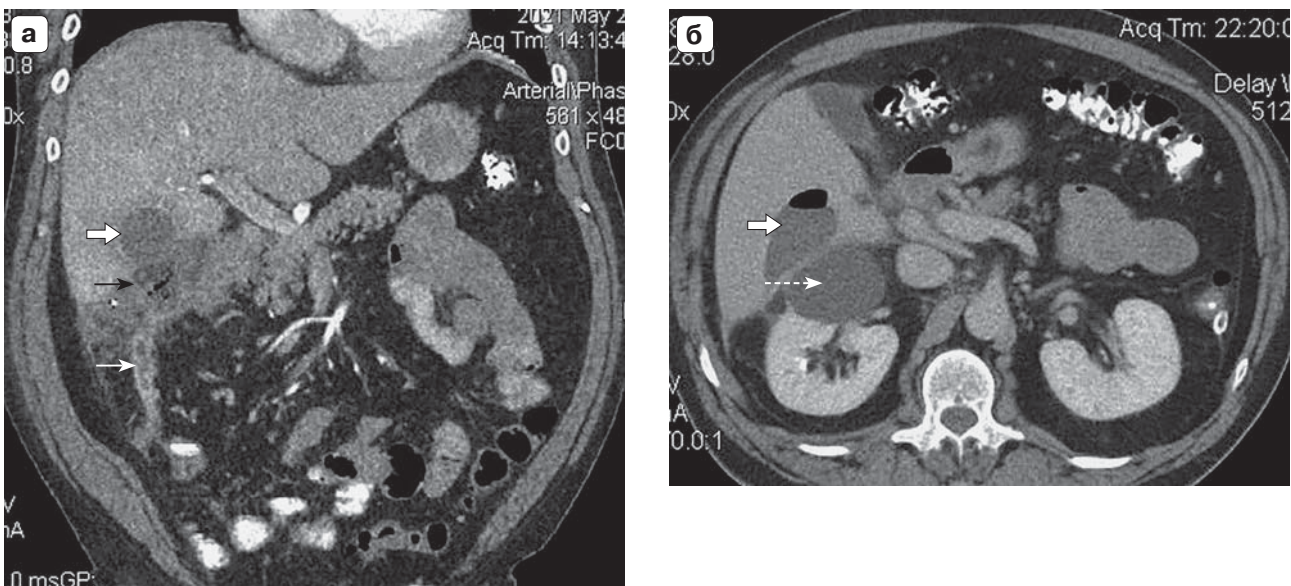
КТ живота с болюсным КУ. а – фронтальная реформация, поздняя артериальная фаза; б – аксиальный срез, паренхиматозная фаза. Воспаленный червеобразный отросток (тонкая белая стрелка), подпеченочный инфильтрат с абсцедированием (черная стрелка), абсцесс печени (толстая белая стрелка), киста правой почки (пунктирная стрелка).
